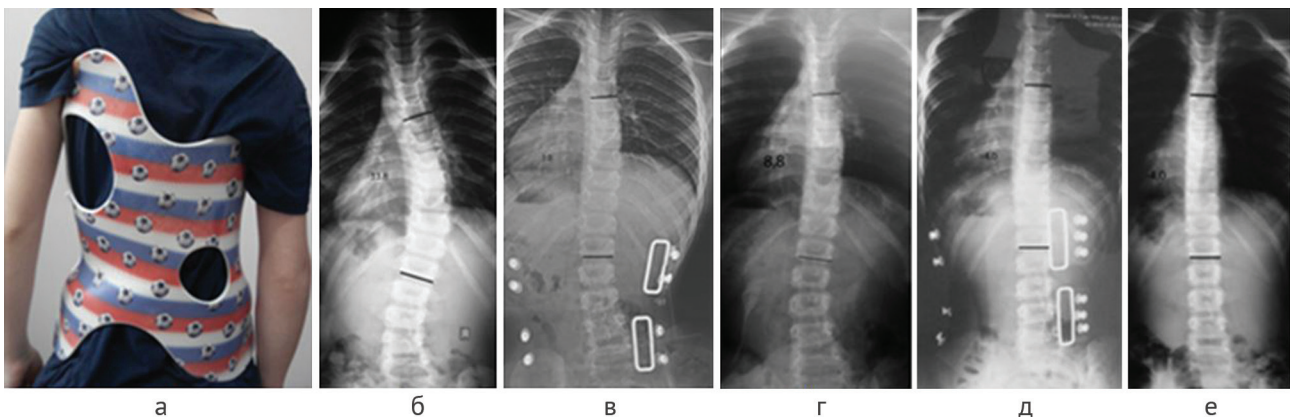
Пациент В.: а – фото в корсете (вид сзади); б – рентгенограмма позвоночника на момент начала лечения (ноябрь 2013 г., без корсета); в – в марте 2014 г. (в корсете); г – в апреле 2015 г. (без корсета); д – в июне 2016 г. (в корсете); е – в июне 2017 г. (без корсета)
